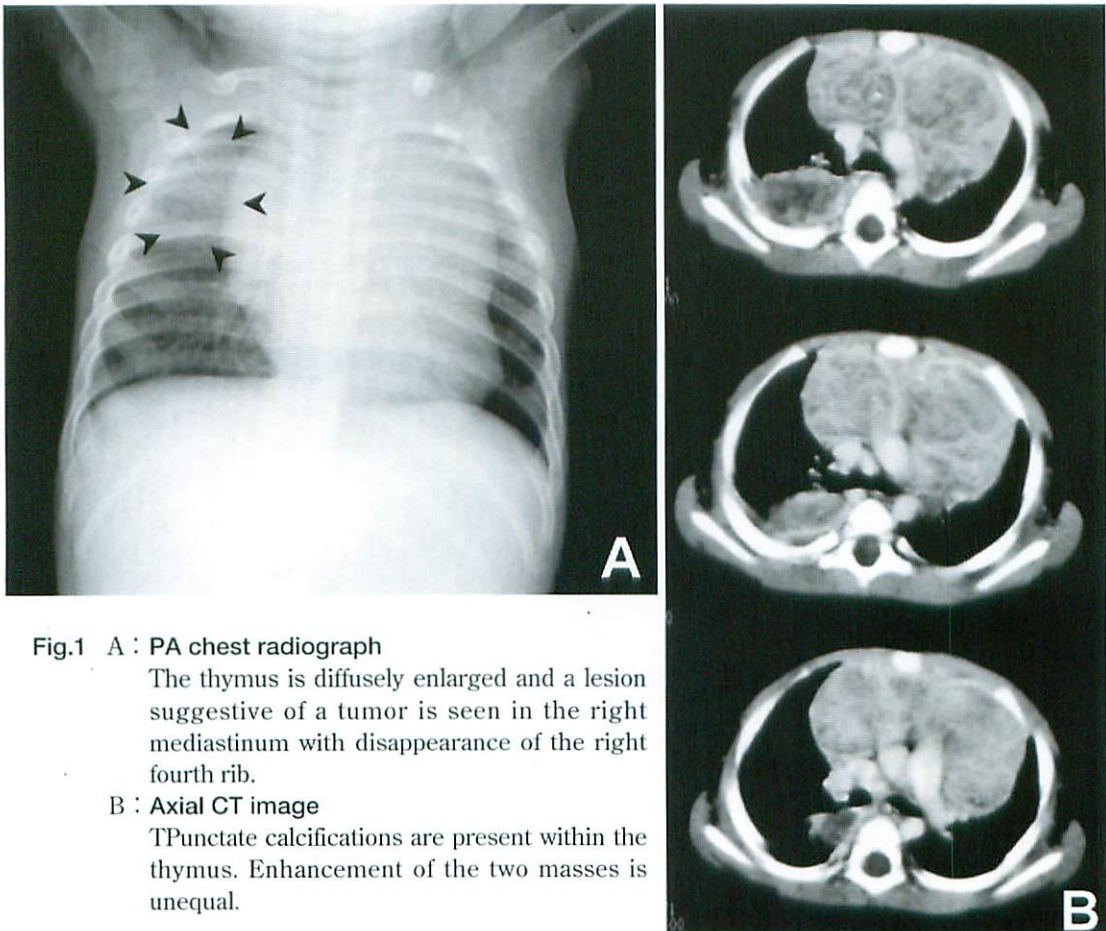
A : PA chest radiograph
